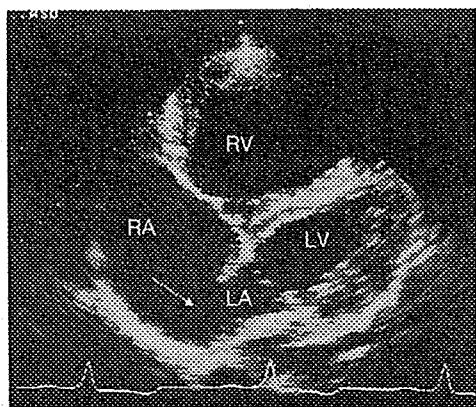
心房中隔欠損症の心エコー図（四腔像）
